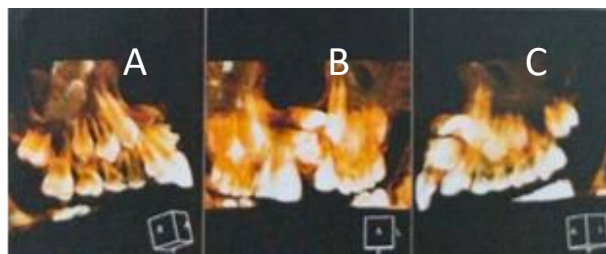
Reconstrução 3D de tomografia computadorizada de maxila. 1A. Corte sagital do lado direito da maxila. 1B. Corte coronal da região anterior da maxila. 1C. Corte sagital do lado esquerdo da maxila.
